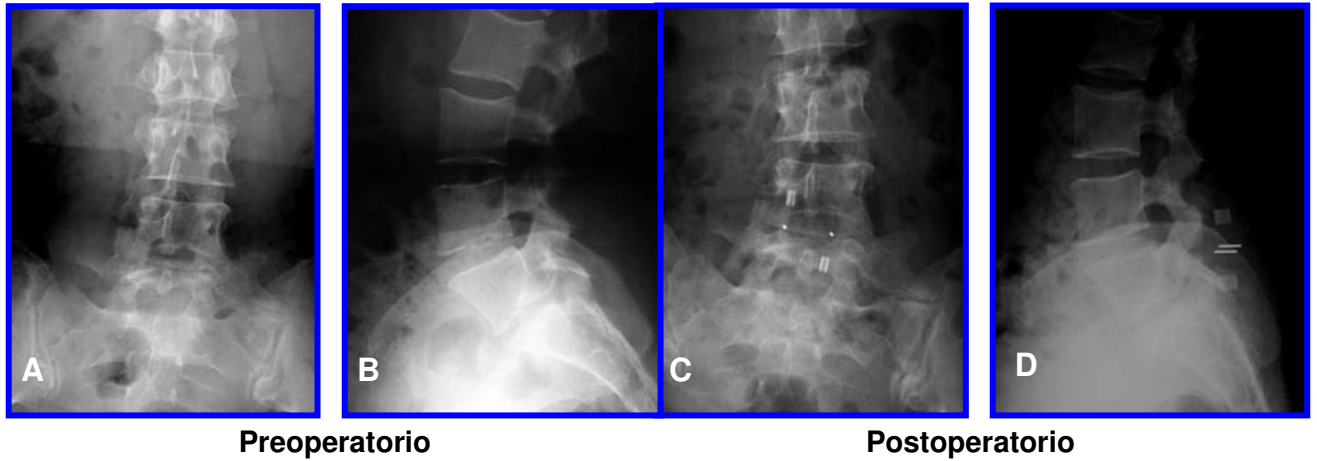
(A, B) Radiografías AP y lateral de columna lumbar preoperatorias. (C, D) Muestra radiografías simples AP y lateral de columna lumbosacra postoperatorias donde se puede observar aumento del espacio L4-L5, así como a nivel foraminal, se observan las bandas radioopacas de titanio.
